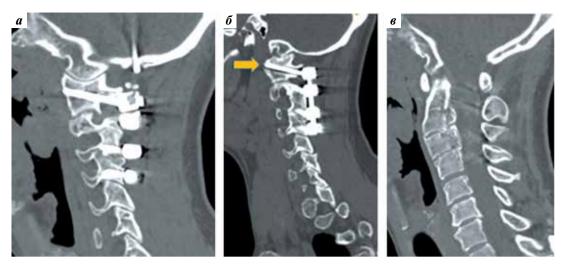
КТ-изображения шейного отдела позвоночника (2022 г.): а — перфорация чешуи затылочной кости с миграцией штанги в заднюю черепную ямку (Fossa cranii posterior); б — нестабильность винта в боковой массе С1-позвонка слева за счет остеолиза; в — конкресценция тел С2- и С3-позвонков
